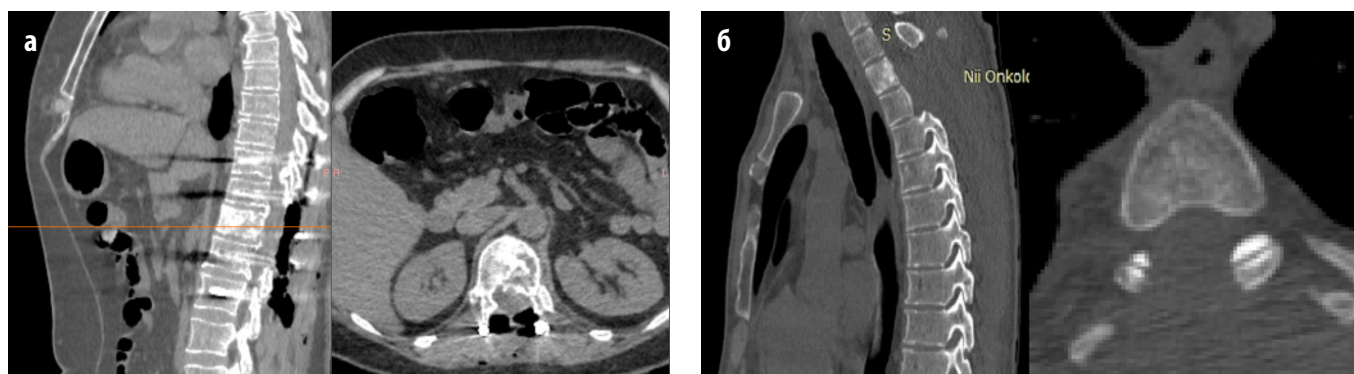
Данные компьютерной томографии пациентов после выполнения различных видов оперативных вмешательств: а – после ДСВ, б – после ДВ
